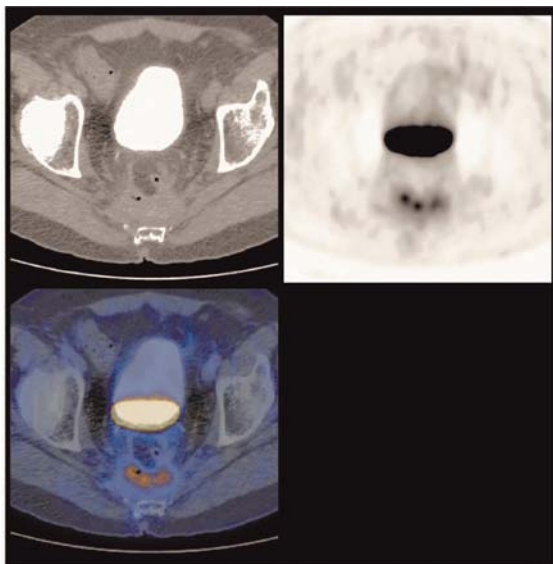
Massa presacrale post intervento. La captazione di FDG dodici mesi dopo l'intervento chirurgico è indicativa di recidiva
